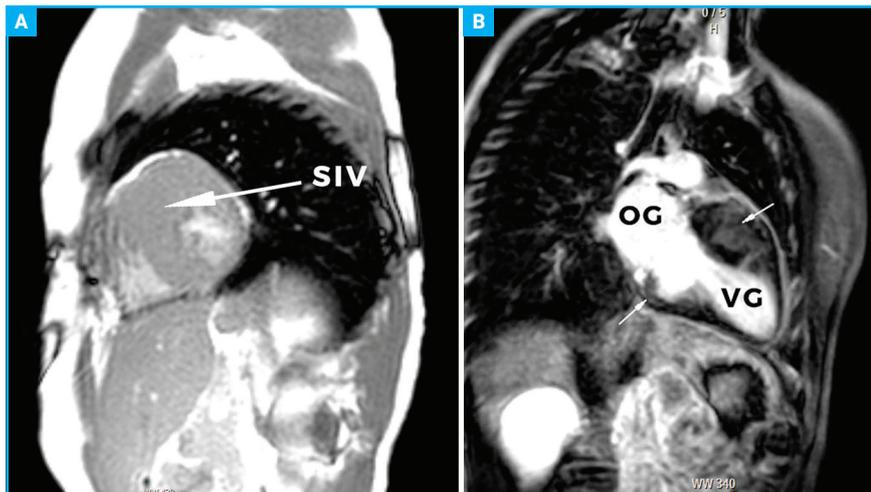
IRM myocardique. A: hypertrophie septale, séquence ciné. B: séquence de rehaussement tardif en évidence de la fibrose (flèches).
